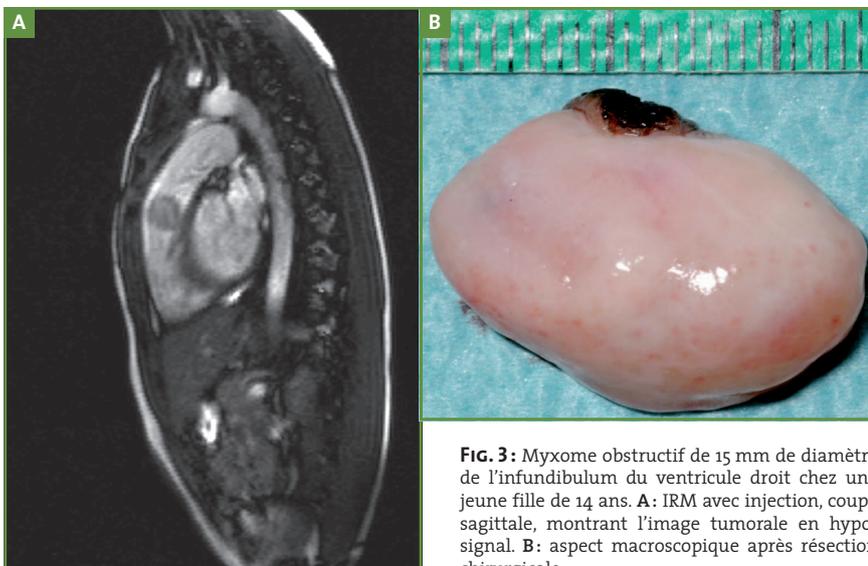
Myxome obstructif de 15 mm de diamètre de l'infundibulum du ventricule droit chez une jeune fille de 14 ans. A : IRM avec injection, coupe sagittale, montrant l'image tumorale en hyposeñal. B : aspect macroscopique après résection chirurgicale.
